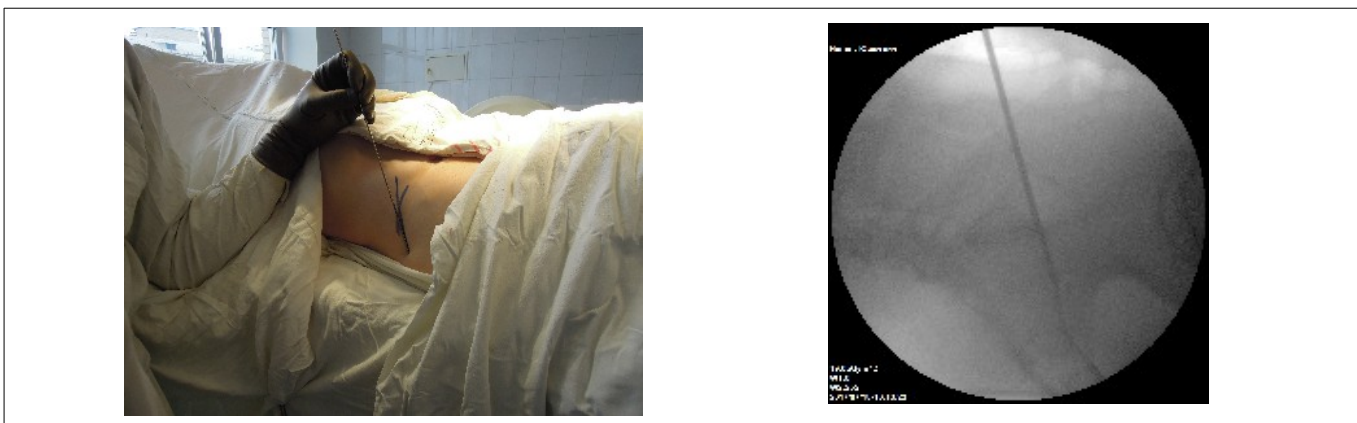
Слева: спица, установленная параллельно передней поверхности крестца (ход отмечен фломастером). Справа: рентгенограмма боковой проекции крестца со спицей установленной параллельно передней поверхности тела S1 позвонка.
